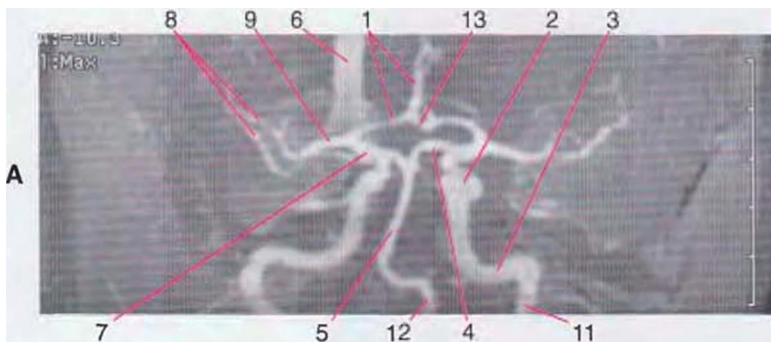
La angiografía de resonancia magnética utiliza algunas de las propiedades intrínsecas de la sangre en movimiento para crear imágenes de parte de la vascularización. Con ajustes adecuados de los parámetros técnicos pueden enfatizarse arterias o venas. Las vistas en estas imágenes son como si se mirase desde el frente (A) o de abajo a arriba (B) a la irrigación arterial completa del encéfalo. Puede verse la arteria carótida interna ascendiendo a través del cuello (11), atravesando el hueso temporal (3) y pasando a través del seno cavernoso (2). También pueden verse las demás arterias del polígono de Willis -las arterias cerebral anterior (1), cerebral posterior (4) y las comunicantes anterior (13) y posterior (7)-, además de la arteria cerebral media (9), sus ramas sobre la superficie de la Ínsula (8), las arterias vertebral (12) y basilar (5), el seno sagital superior (6) e incluso la arteria oftálmica (10). (Proporcionadas por el Dr. Raymond F. Carmody.)
